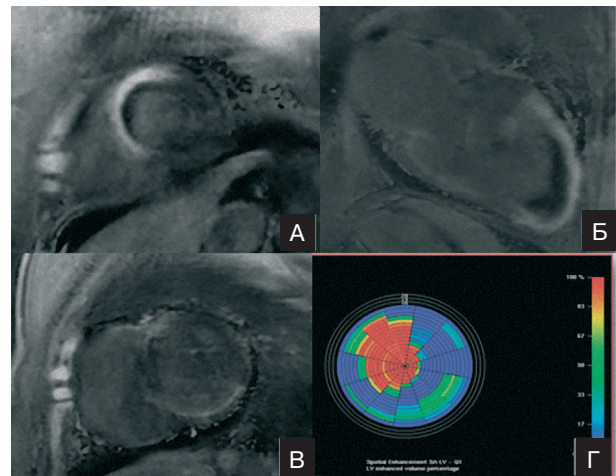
Томограма (MPV) пацієнта М., 63 роки. Трансмуральний інфаркт міокарда з формуванням аневризми верхівки ЛШ і пристінковим тромбозом (А, Б). Повторний субендокардіальний інфаркт міокарда задньої стінки ЛШ (В). Діаграма ступеня ураження стінки ЛШ (Г).
